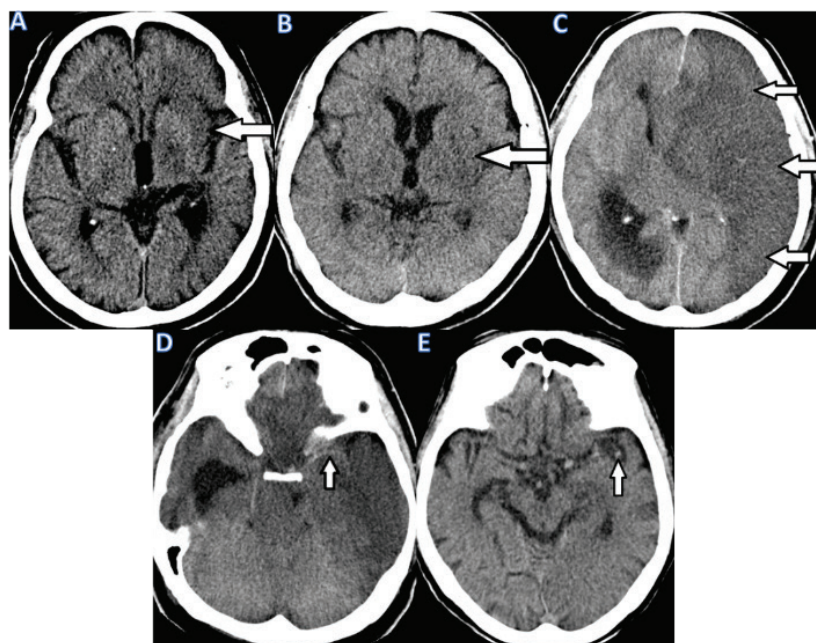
The abnormal CT scan findings of the brain (early signs of acute ischemic stroke)
